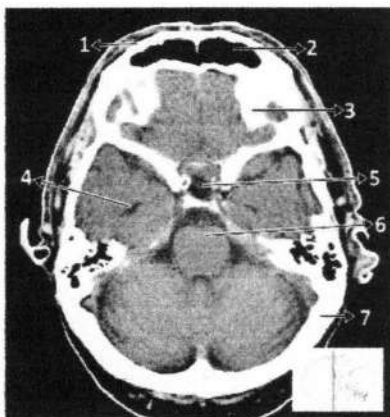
Anatomi Otak Irisan *cross sectional* 2 pada CT (Moeller, 2007)
